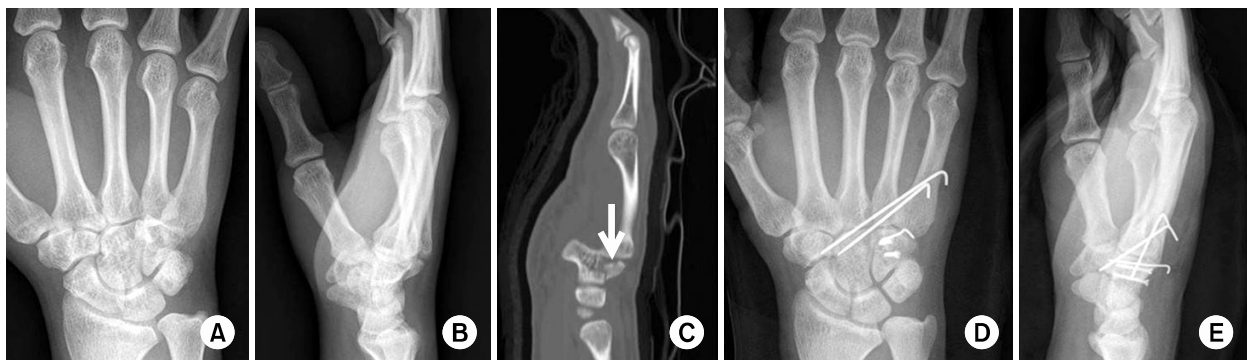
AP and lateral radiographs (A, B) and CT (C) scan show a fracture and dislocation of Cain's type II. AP and lateral radiographs (D, E) following operation of dorsal hamate fracture with 2.0 mm miniscrew and additional K-wire.
